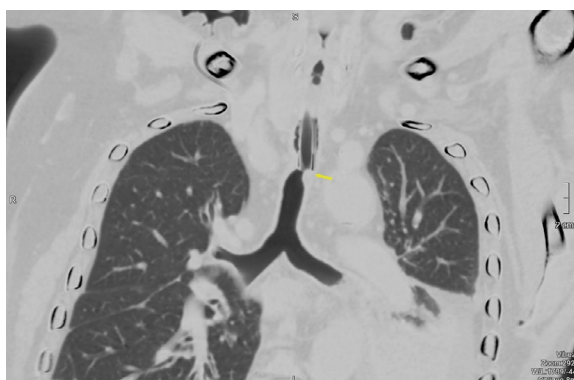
Chest CT. Arrows indicate the location of airway obstruction
